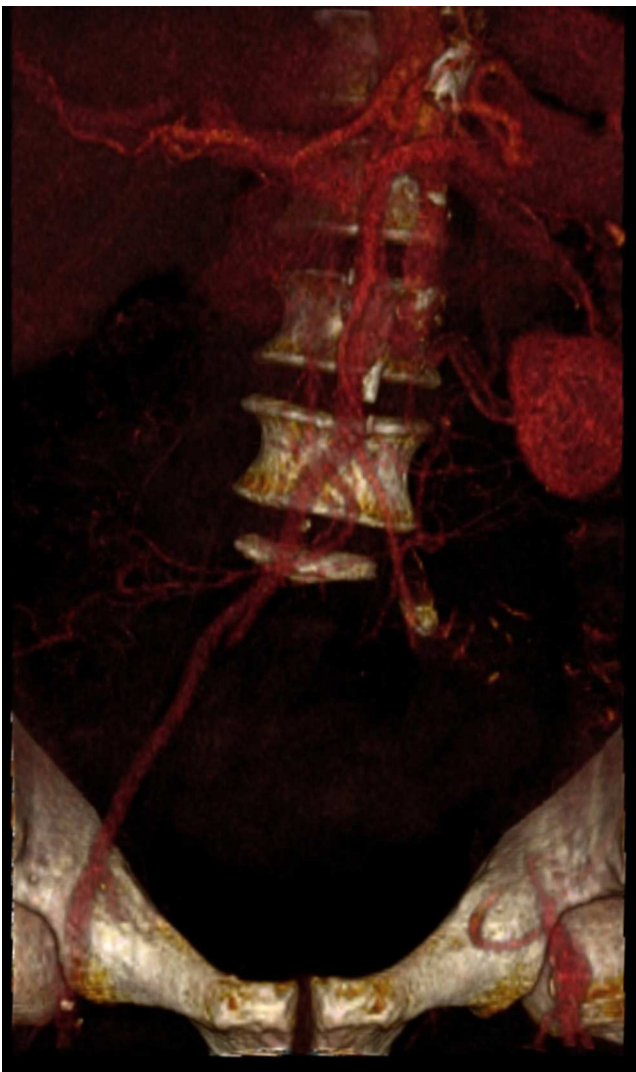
Oclusão da artéria íliaca externa esquerda (reconstrução de angio-TC).
